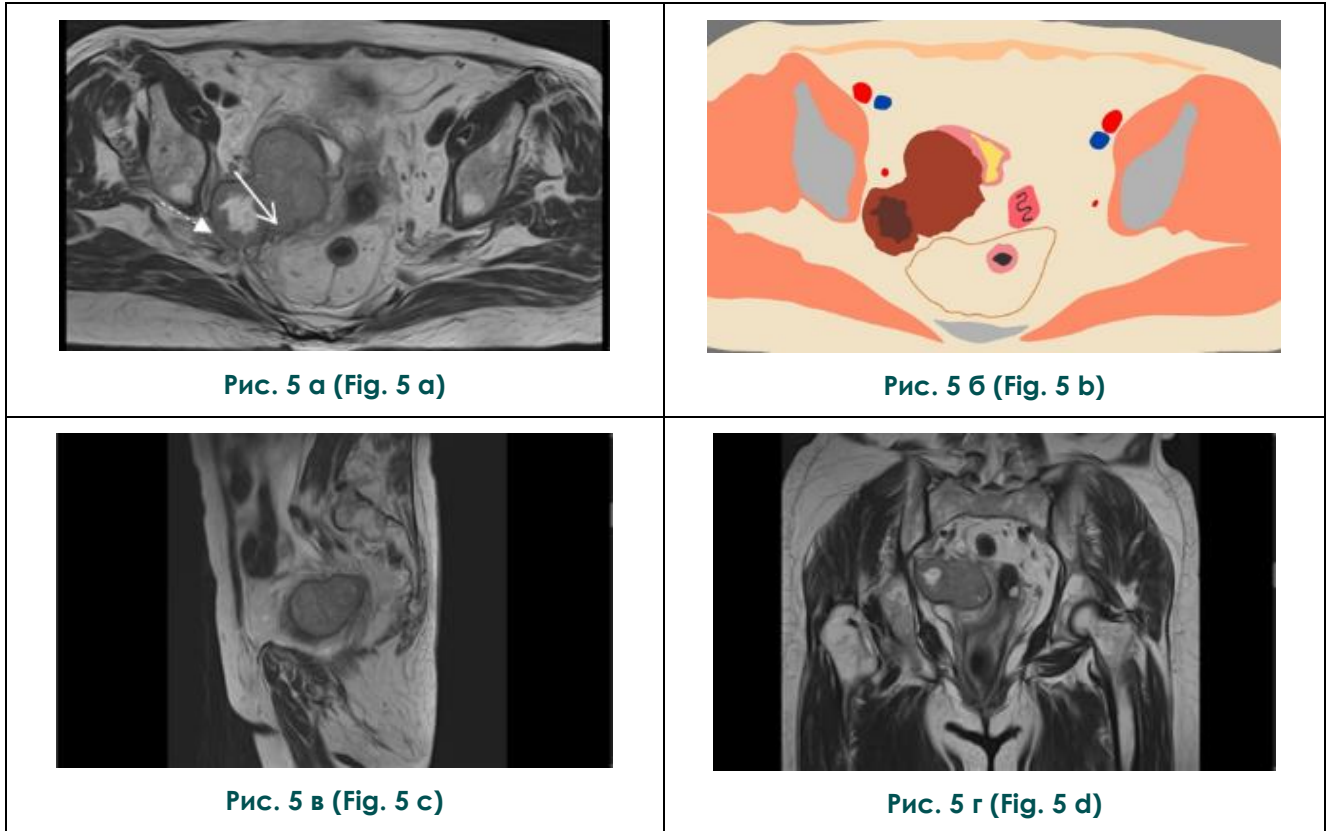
МРТ органов малого таза спустя 6 месяцев после селективной химиоэмболизации опухоли, отрицательная динамика.
